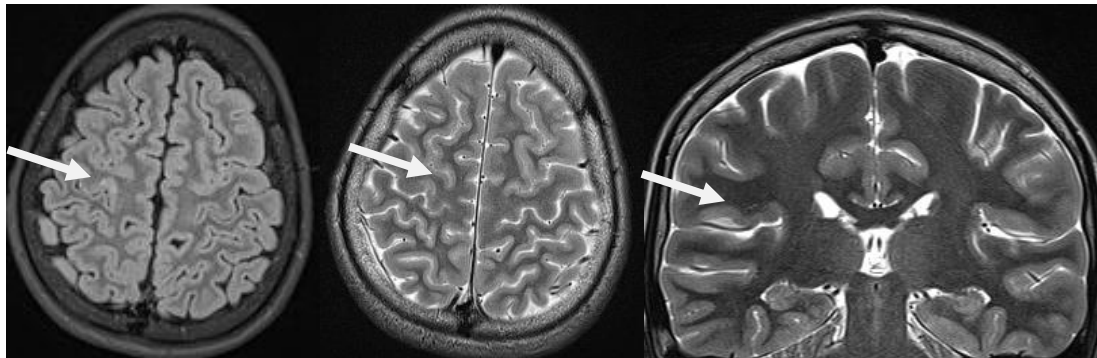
(Б) — Больная В., 5,5 лет. Ист. б. №307-07. На МРТ 3 Тл выявляется ФКД IIa типа правой лобной области интимно прилегающая к моторной коре на T2ВИ и T2Flair.
